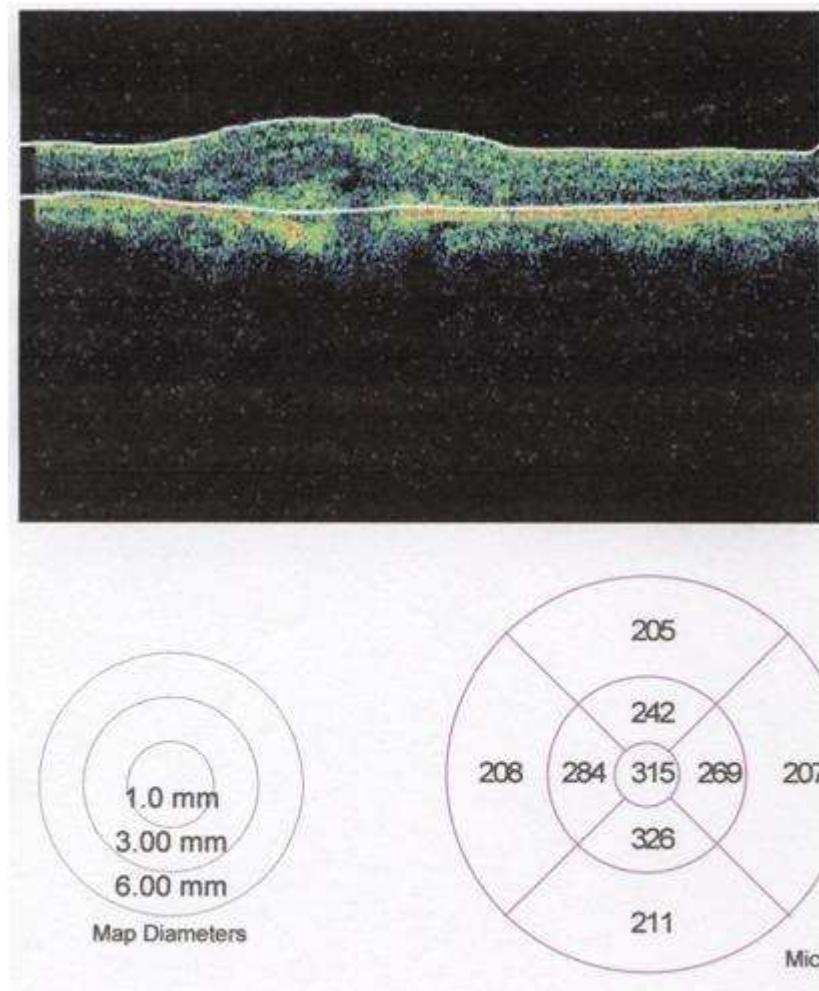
Caso clínico nº 5. Análisis diagnóstico mediante imágenes de tomografía óptica coherente, evaluadas de manera previa a la intervención.
